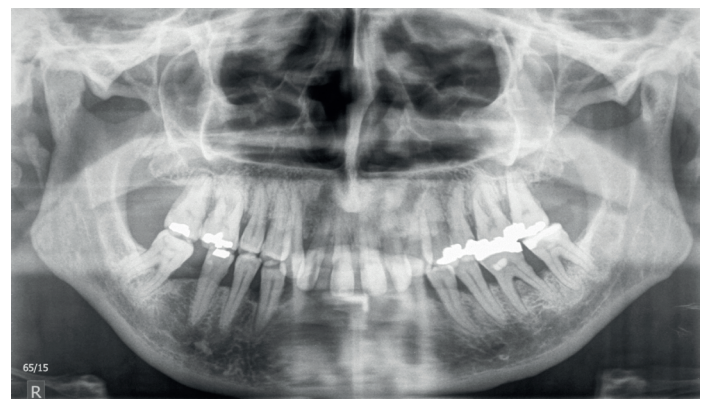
Das Panoramaröntgen zeigt generalisierten knöchernen Attachmentverlust bis ins mittlere Wurzel Drittel mit interradikulären Radioluzenzen und vertikalen Einbrüchen; funktionell auffällig erscheint auf den ersten Blick die elongierte Oberkieferfront
